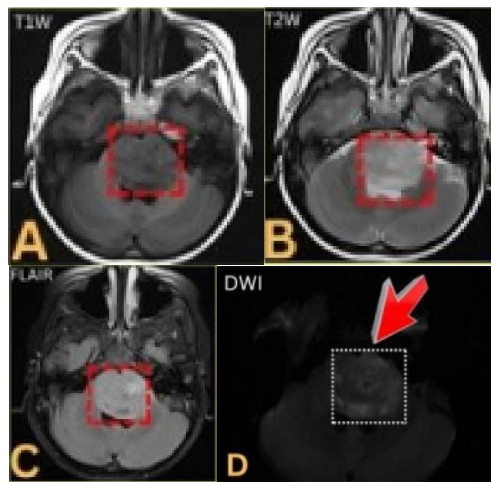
MRI Head imaging.
